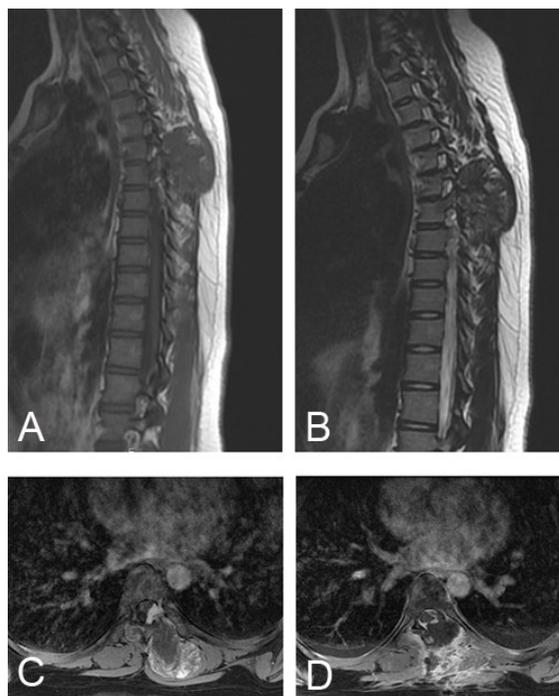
胸段椎管内软骨黏液样纤维瘤手术前后 MRI
